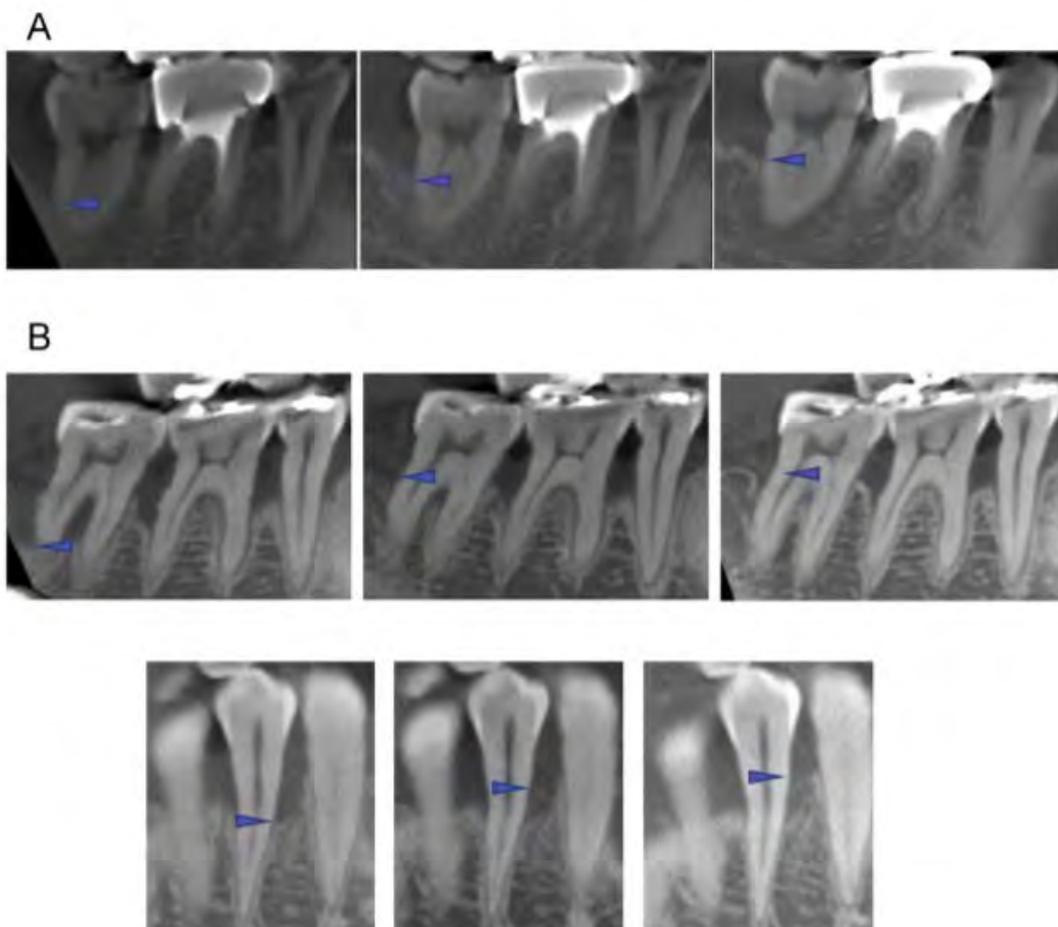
Clichés radiographiques CBCT illustrant la hauteur osseuse alvéolaire avant la transplantation de PDLSCs (à gauche), à 6 mois post-opératoires (au centre), et à 5 ans (à droite) (*Iwata et al. 2018*)
